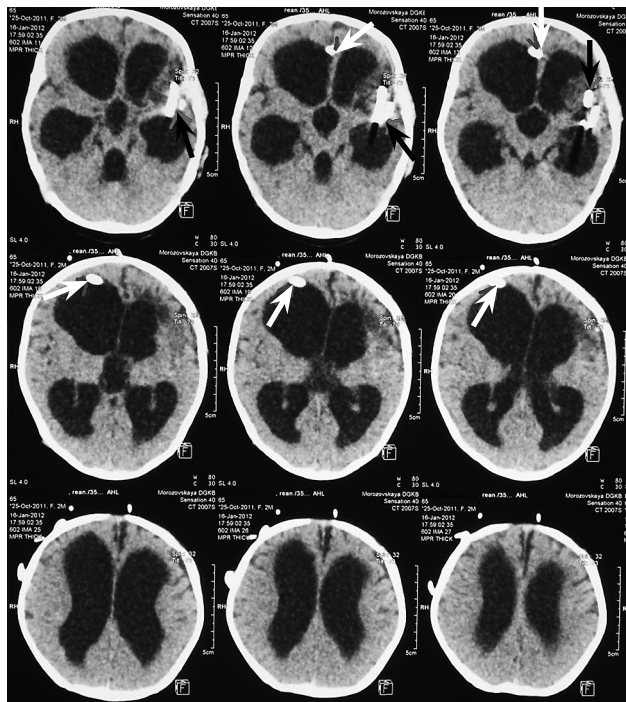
КТ головного мозга ребенка И., 2,5 месяца, от 16.01.12. Клипс на левой СМА (черная стрелка) и вентрикулярный отдел катетера в проекции правого бокового желудочка (белая стрелка). Расширенные боковые желудочки до 29 мм на уровне тел, ширина III желудочка 15 мм
